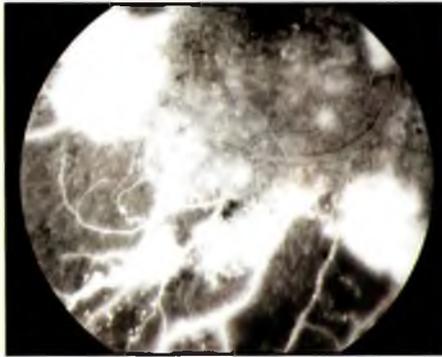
А. Участки неоваскуляризации сетчатки (NVE). Обратите внимание на тусклый вид глазного дна по периферии от неоваскуляризации сетчатки. Б. При внутривенной флюоресцентной ангиографии в макуле определяют микроаневризмы с минимальными ишемическими изменениями. В. Гиперфлюоресценция очагов неоваскуляризации сетчатки. Г. Выраженное нарушение капиллярной перфузии к периферии от очагов неоваскуляризации сетчатки.
